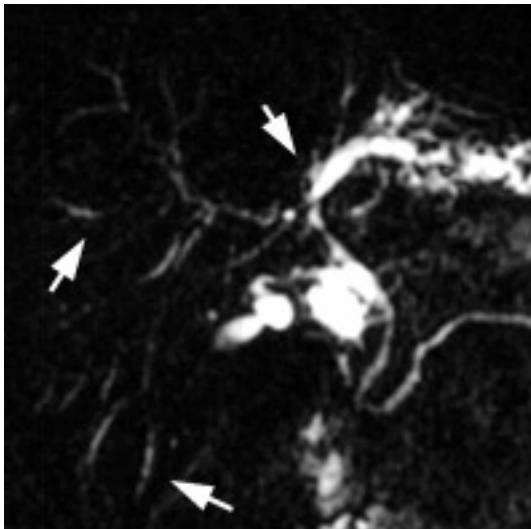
CP-IRM : CSP : aspect typique de dilatations segmentaires des VBIH périphériques non rattachées au hile (flèches), (séquence SS-FSE, coupe frontale de 20 mm d'épaisseur, TE eff 800 msec).
